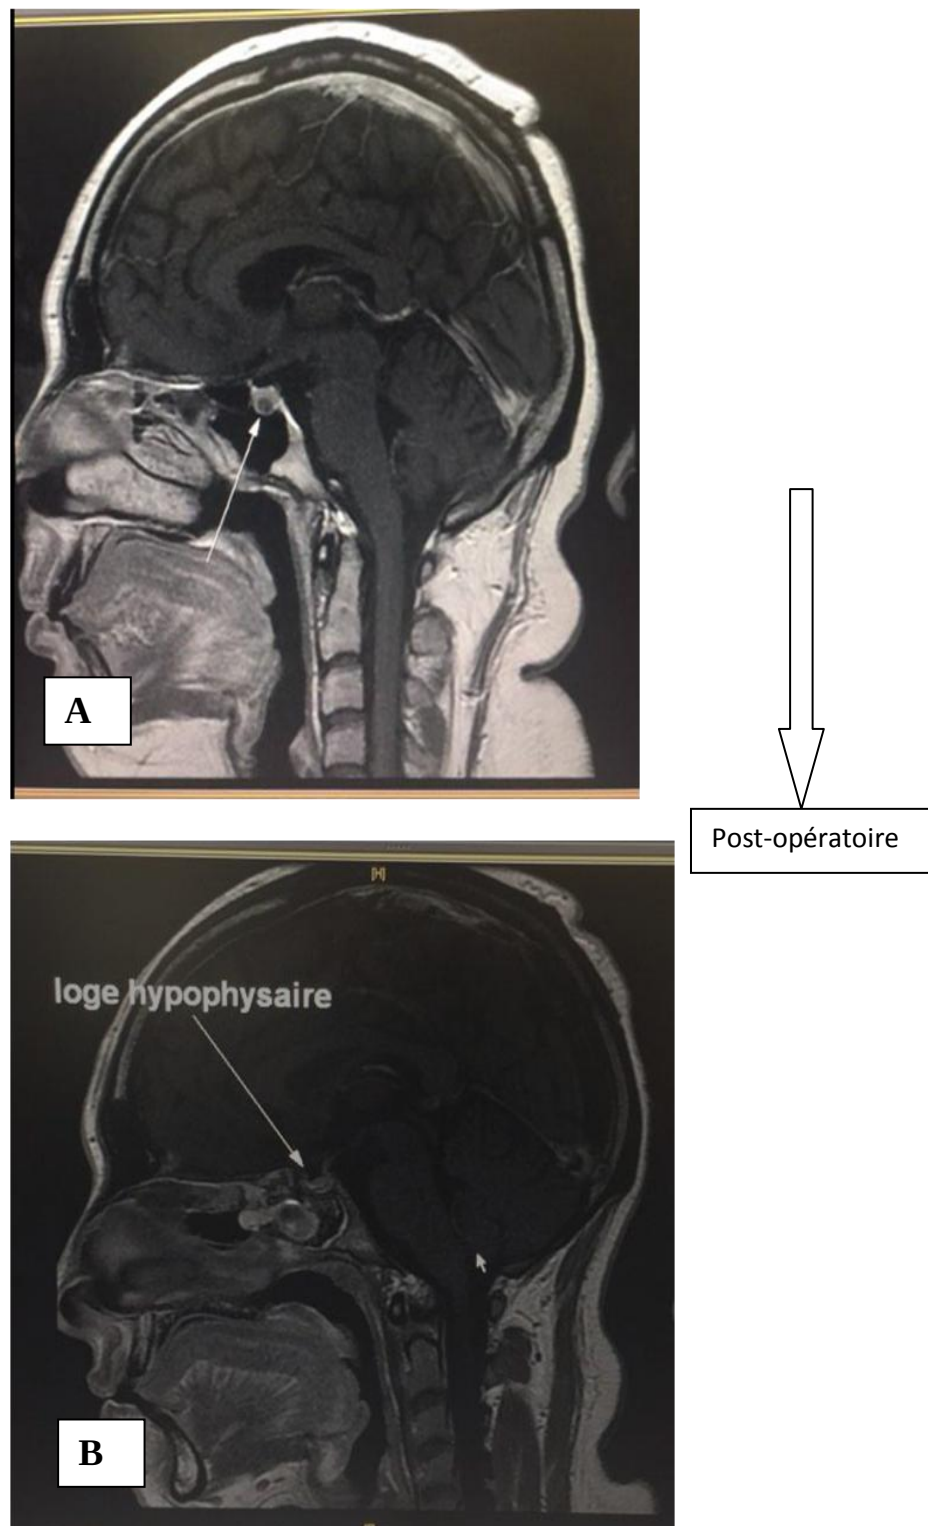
IRM cérébrale préopératoire en coupe sagittale T1 injectée (A) montrant un microadénome de 5 mm. IRM hypophysaire de contrôle 4 mois après en coupe sagittale T1 non injectée (B) montrant une disparition complète de l'adénome.
